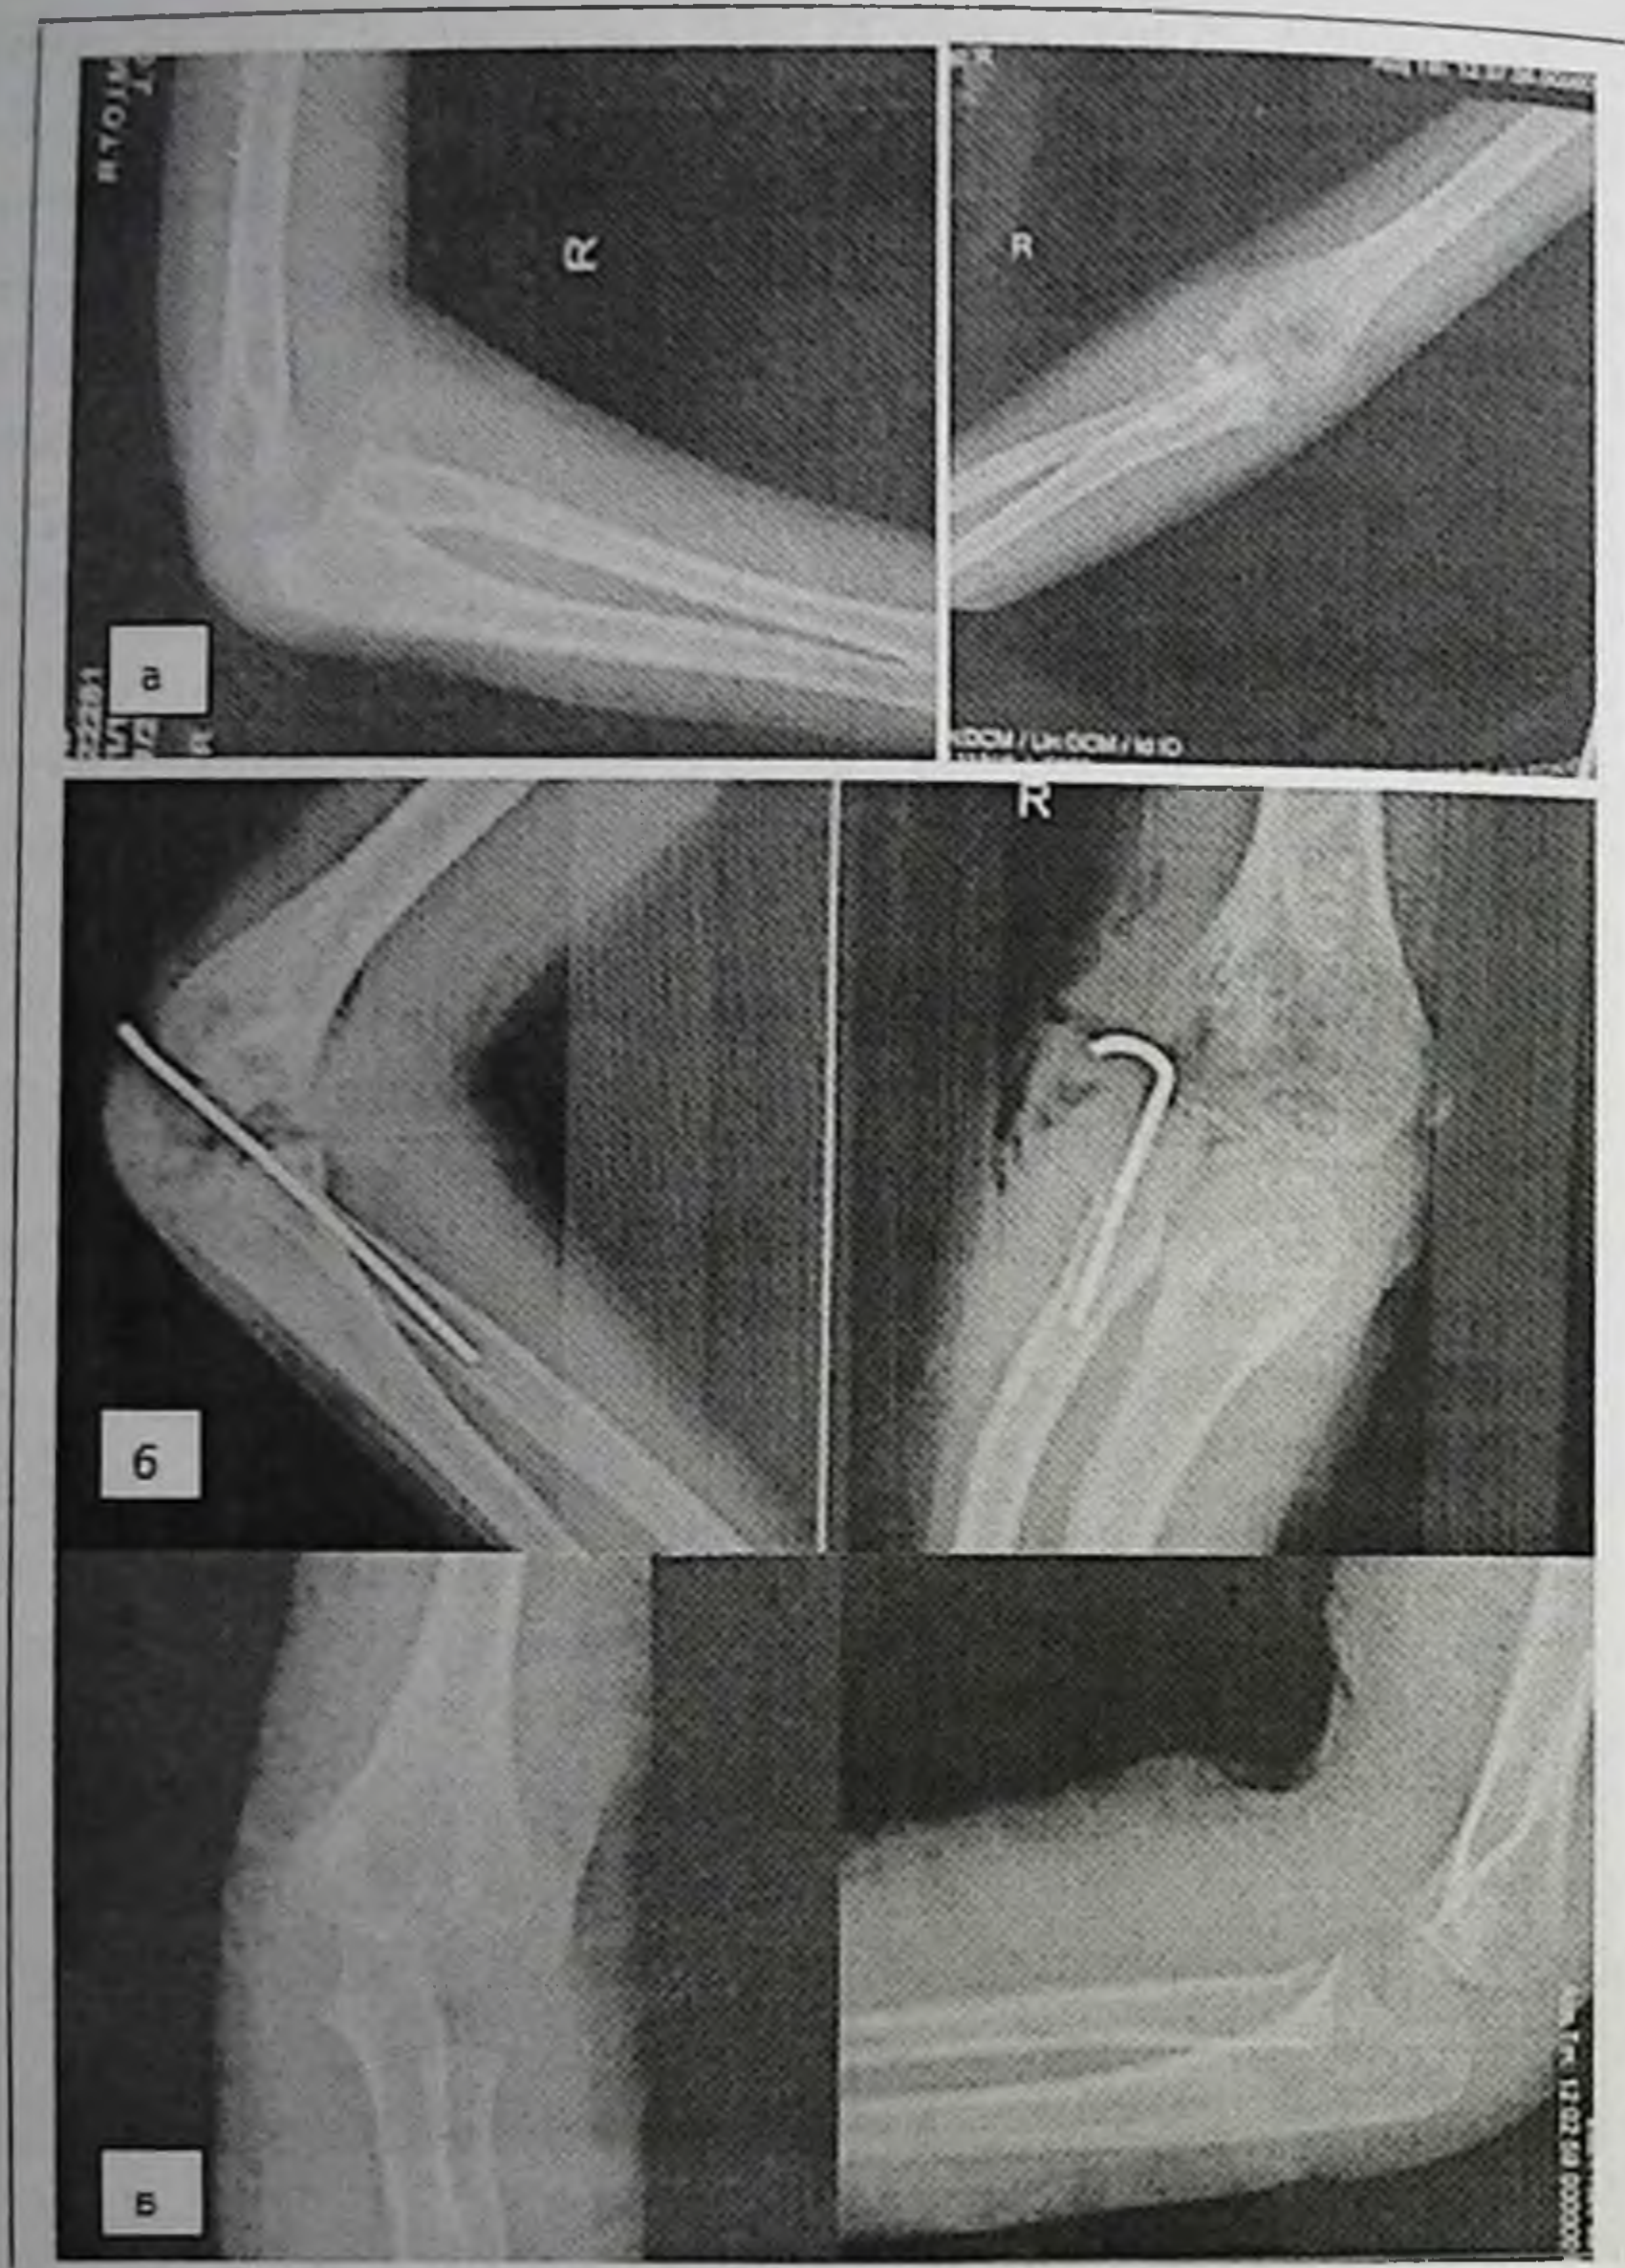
Рентген снимки больного А.: а – при поступлении, б – после вправления ГЛ кости с трансартикулярной фиксацией, в – отдаленный результат лечения.
